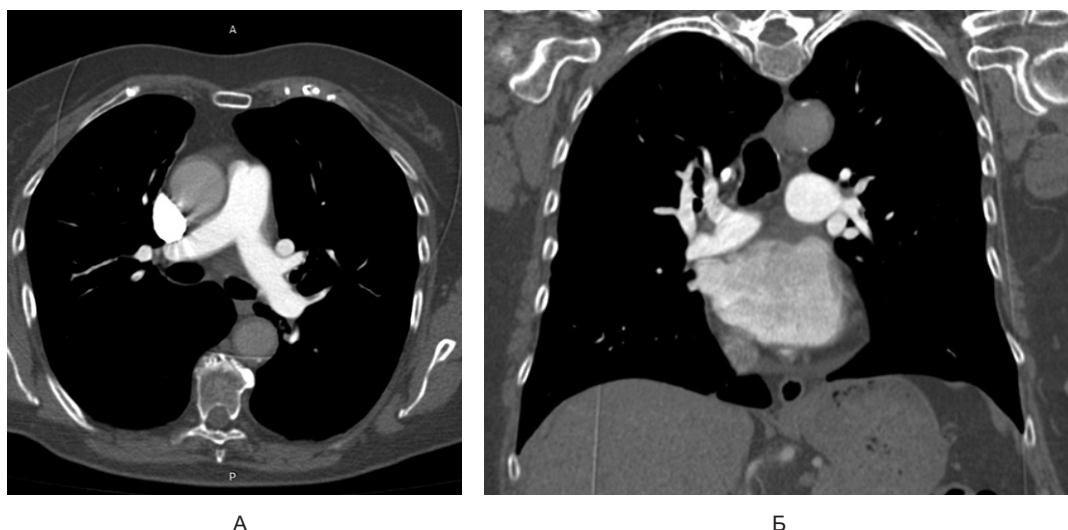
Мультиспиральная компьютерная томограмма пациентки К. от 09.04.2019 (артериальная фаза): А — аксиальная проекция: дефектов наполнения артериального русла не определяется, Б — корональная проекция: дефектов наполнения артериального русла не определяется
